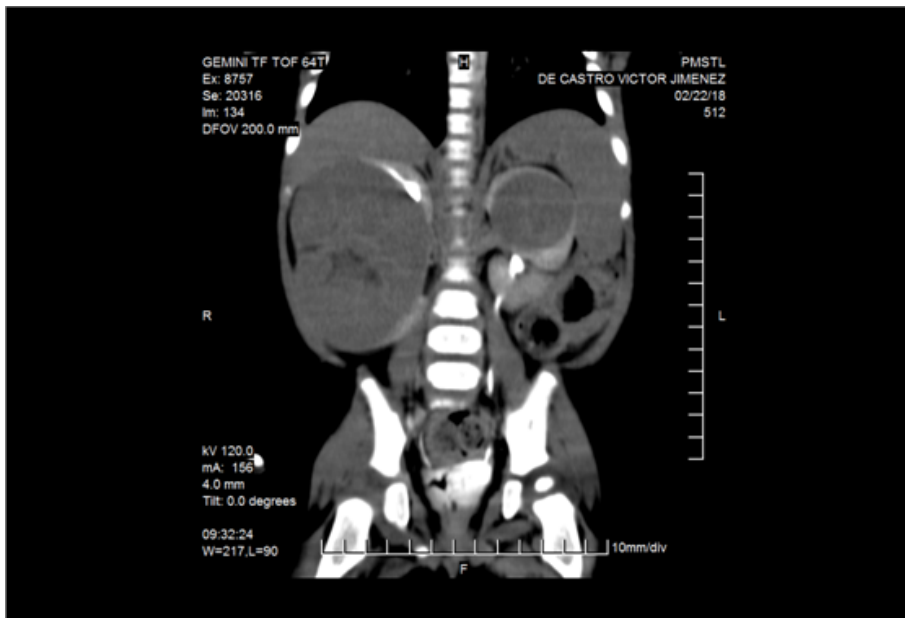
Imagen de la TAC del tumor renal sincrónico.
